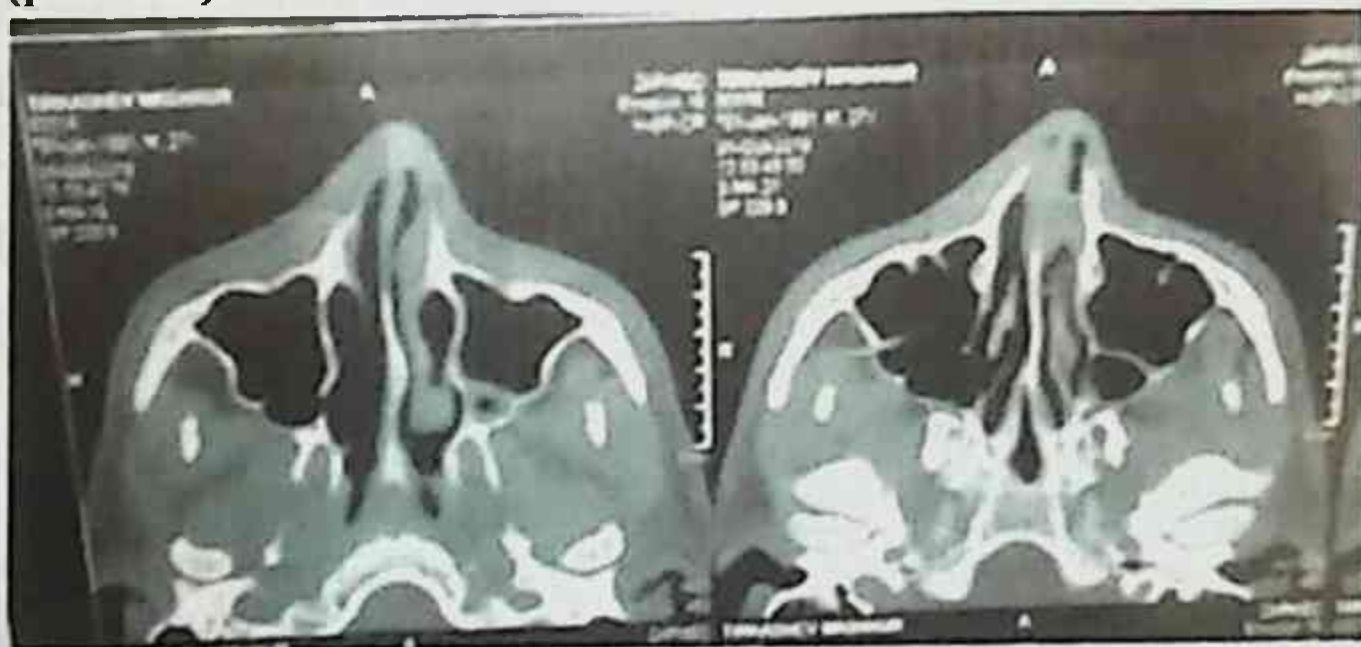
Т.М., 27 л. Оскольчатый перелом костей носа и медиальной стенки гайморовой пазухи. КТ черепа аксиальная проекция.
